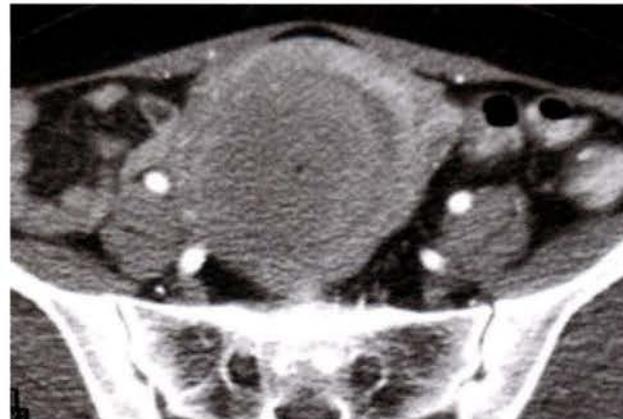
СКТ с контрастным усилением субмукозной миомы с признаками активного роста узла в полость матки на разных стадиях: а – узел небольшой величины; б – узел практически полностью выполняет просвет матки.
